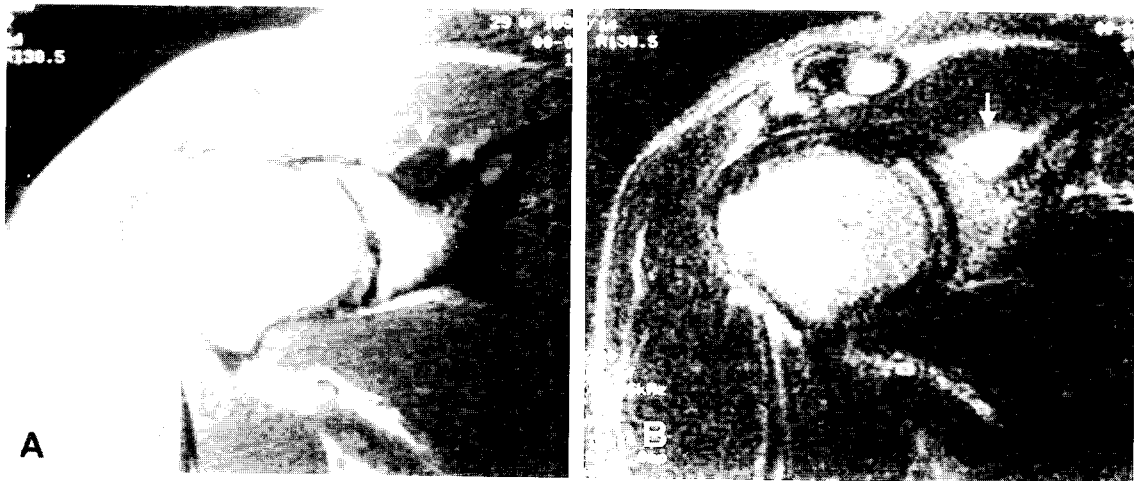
Case 2. MR images. A: T1 weighted image. B: T2 weighted image. Note cystic lesion at spinoglenoid notch of right shoulder in MR imaging (arrows).
